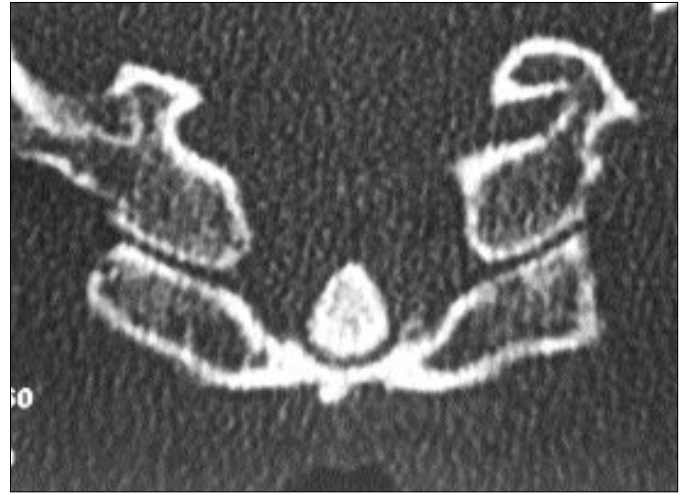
Osikulum terminalenin aksiyel BT görüntüsü.
